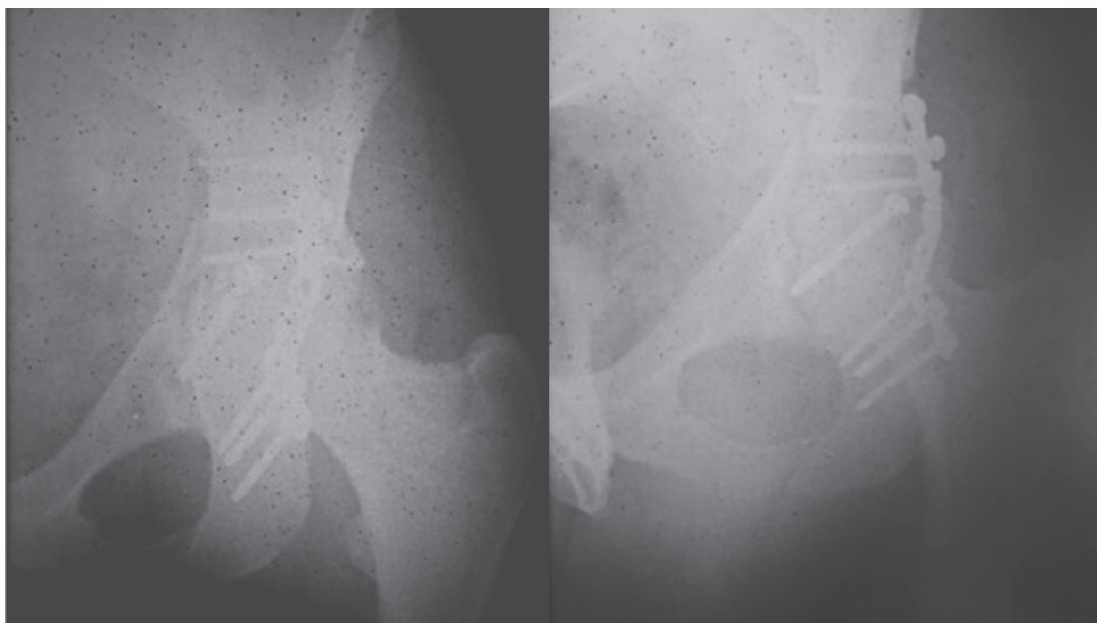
Radiografia do Pós operatório imediato.
